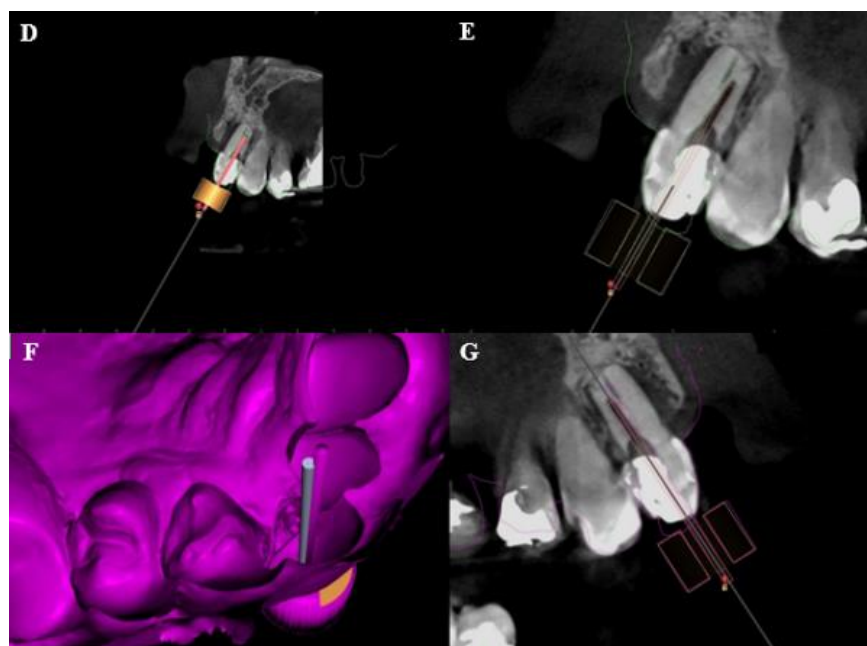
Imágenes de CBCT posoperatorias: (D y E) son vistas posoperatorias que demuestran el acceso logrado al conducto, con un ángulo final de $43,44^\circ$ y una profundidad de 22 milímetros. F. Reconstrucción tridimensional posoperatoria donde se aprecia el trayecto realizado y la conservación de la estructura dentaria. (G). Vista sagital de la dirección de la fresa y ubicación del espacio del conducto radicular.
